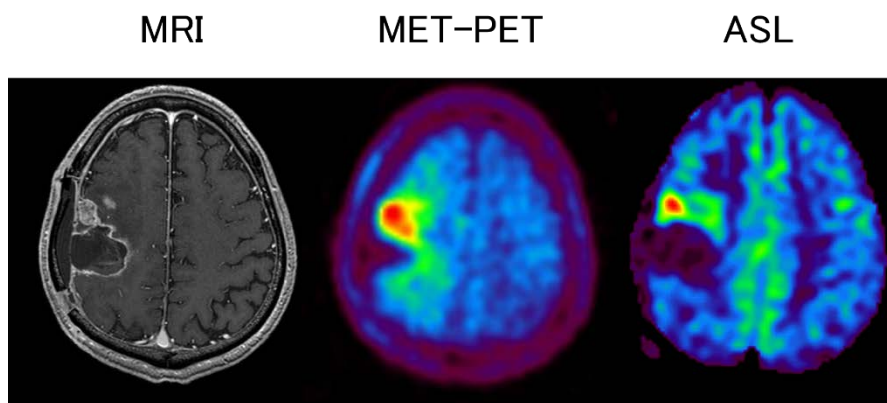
MRI 造影領域に一致して MET-PET で高集積を呈していたため再発と診断した。同部位に一致 ASL も高血流であった。
